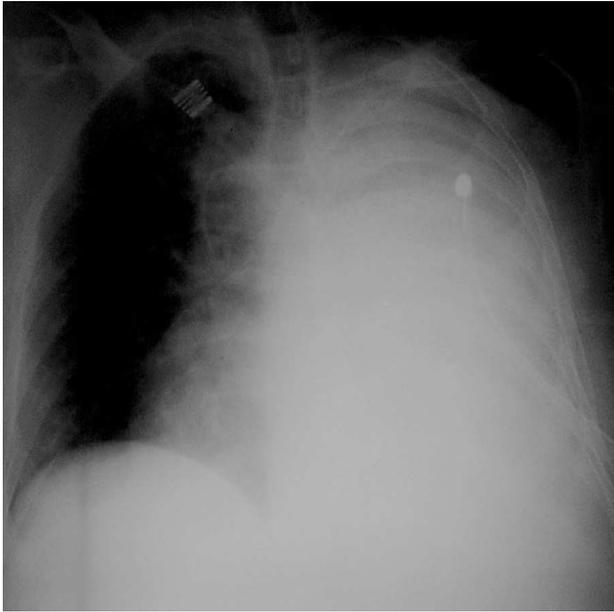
Radiografía de tórax del paciente con quilotorax posquirúrgico.
